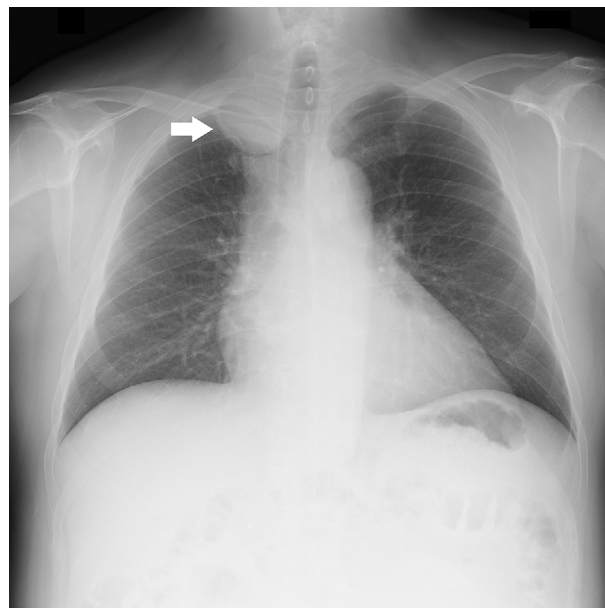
Chest X-ray showing a tumor shadow at the upper lung field (arrow).
